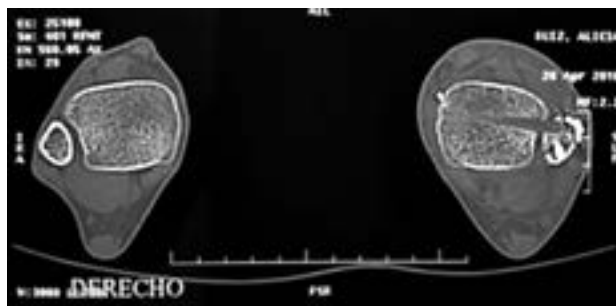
Tomografía comparativa de ambos tobillos, corte axial a 2 cm. de la articulación con reducción aceptable.
